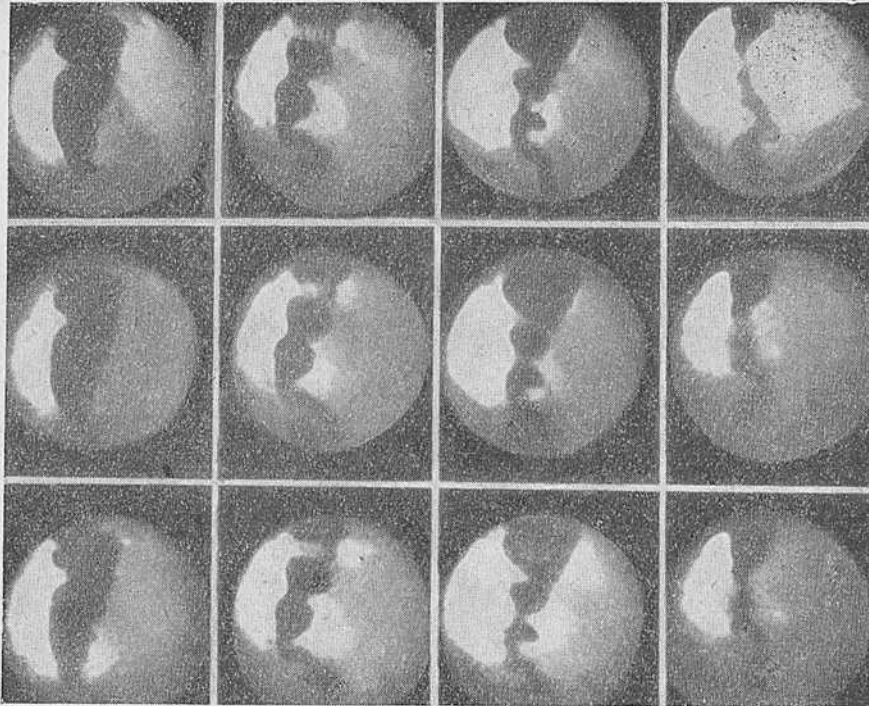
Сегментарная сократительная деятельность пищевода в ретроперикардальном сегменте, приводящая к образованию штопора. Рентгенокиномонтаж через 16 кадров.
